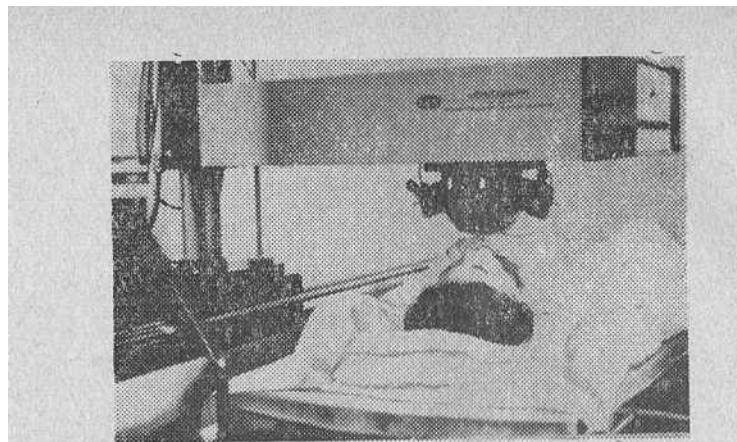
Исследование функциональной активности различных частей патологически измененной щитовидной железы при помощи сцинтиграфа (гамматиреография).
